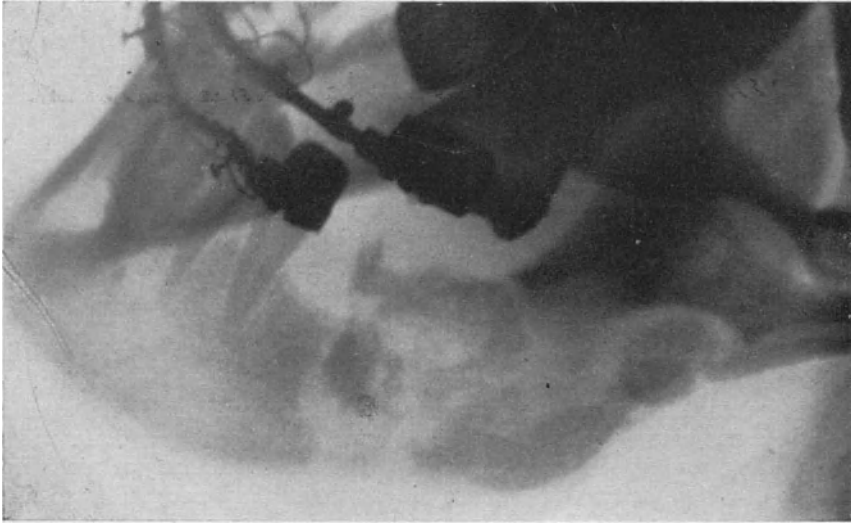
Röntgenaufnahme von einer schweren Osteomyelitis des Unterkiefers.
